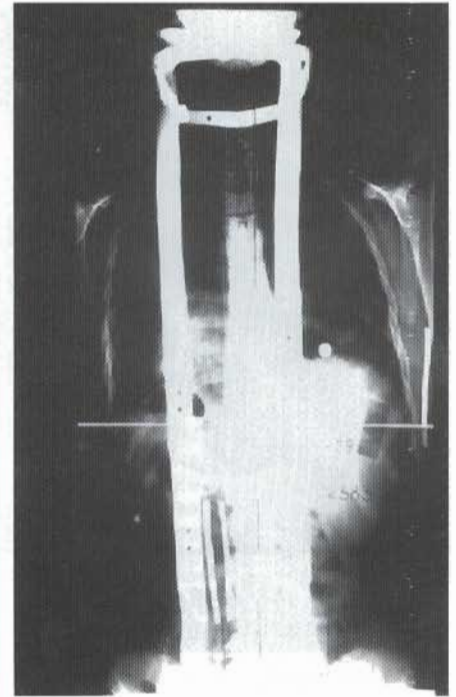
AP-Röntgenbild der in Abb. 18 dargestellten Wirbelsäule mit angelegter Orthese nach 6-monatiger Behandlung.
